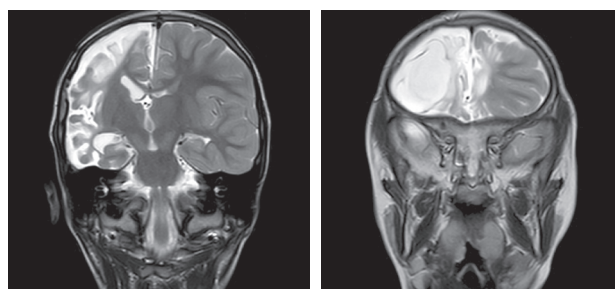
Магнитно-резонансная томограмма пациента. Коронарные срезы, T2 взвешенное изображение. Лейкоэнцефаломалия правой гемисферы и парасаггитальных отделов левой лобной доли
